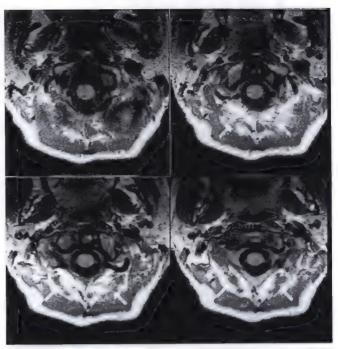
IRM du rachis cervical chez un patient symptomatique et post-traumatique.
